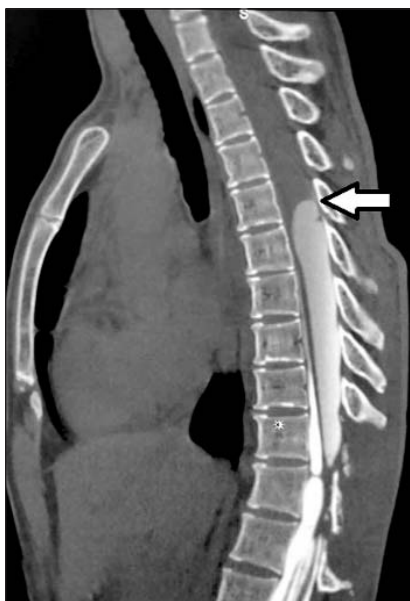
КТ-миелограмма грудного отдела в сагиттальной проекции. Стрелкой показан уровень спайки внутри кисты, выше которой не проходит контрастное вещество
